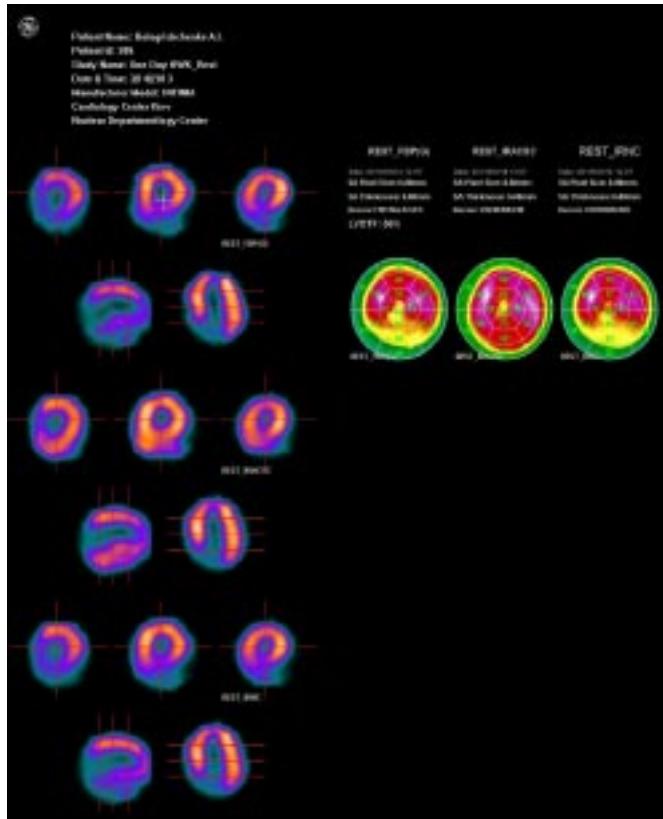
Міокардіосцинтиграфія
